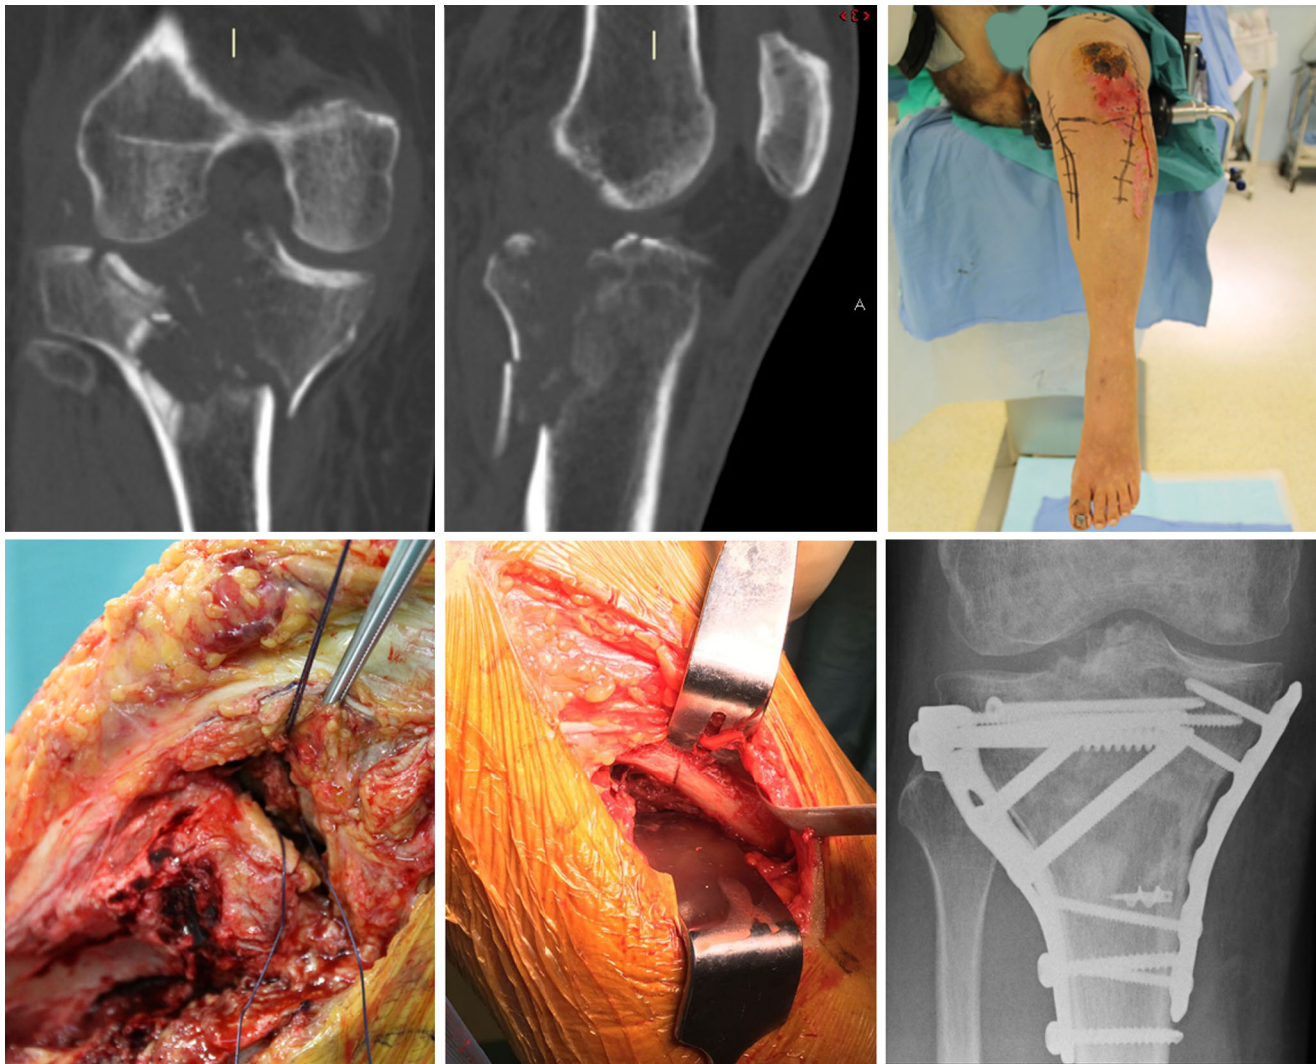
Paziente di 34 anni con frattura complessa Schatzker VI a seguito di trauma da precipitazione. Studio TC preoperatorio, posizionamento e particolari dell'accesso antero-laterale, con esposizione
